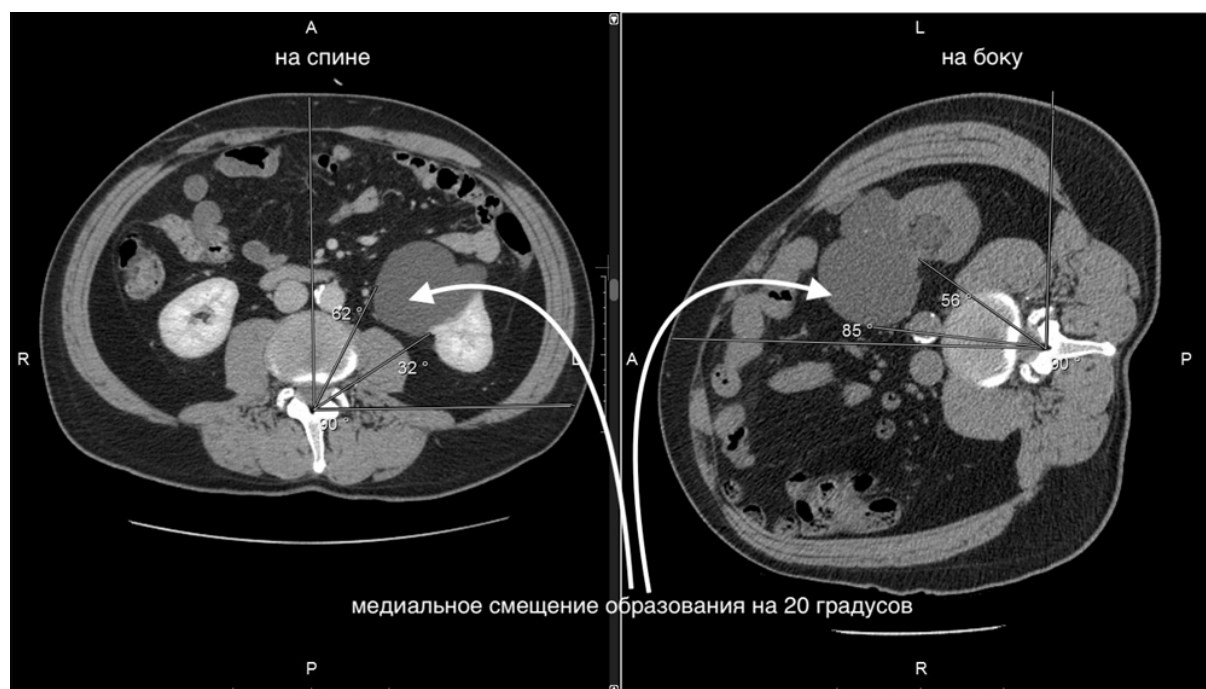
Аксиальная томограмма на уровне межпозвонкового диска L_2-L_3 . Угловое медиальное смещение кисты левой почки в латеральном положении.
